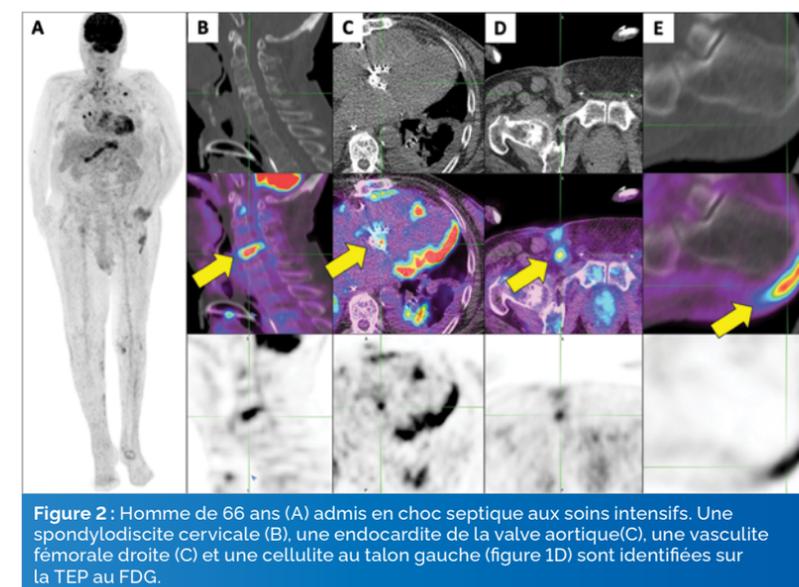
Homme de 66 ans (A) admis en choc septique aux soins intensifs. Une spondylodiscite cervicale (B), une endocardite de la valve aortique (C), une vasculite fémorale droite (C) et une cellulite au talon gauche (figure 1D) sont identifiées sur la TEP au FDG.
